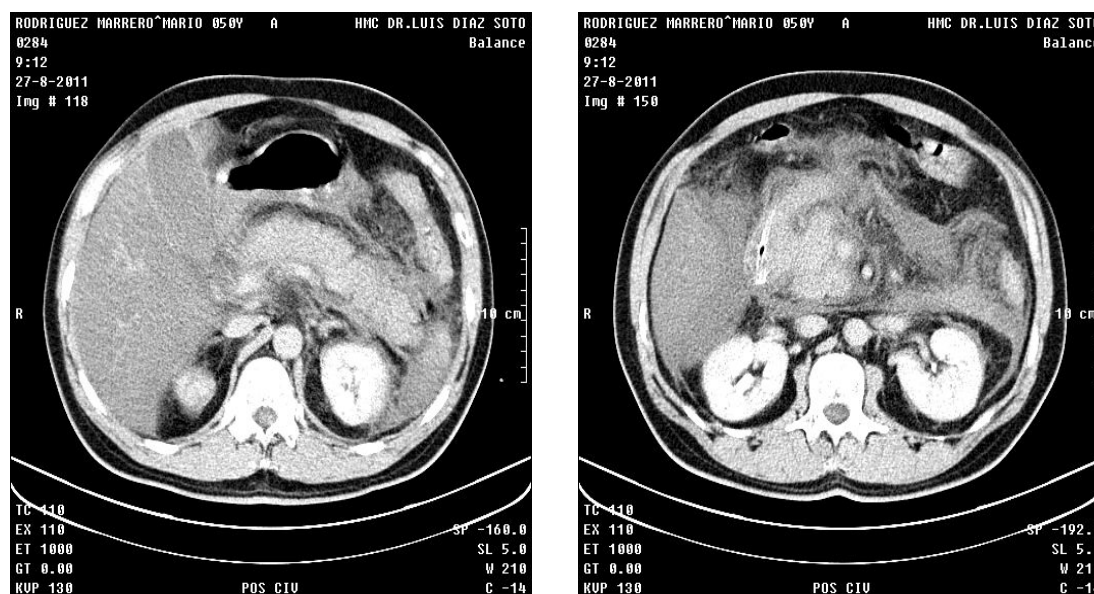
TAC de páncreas con contraste
